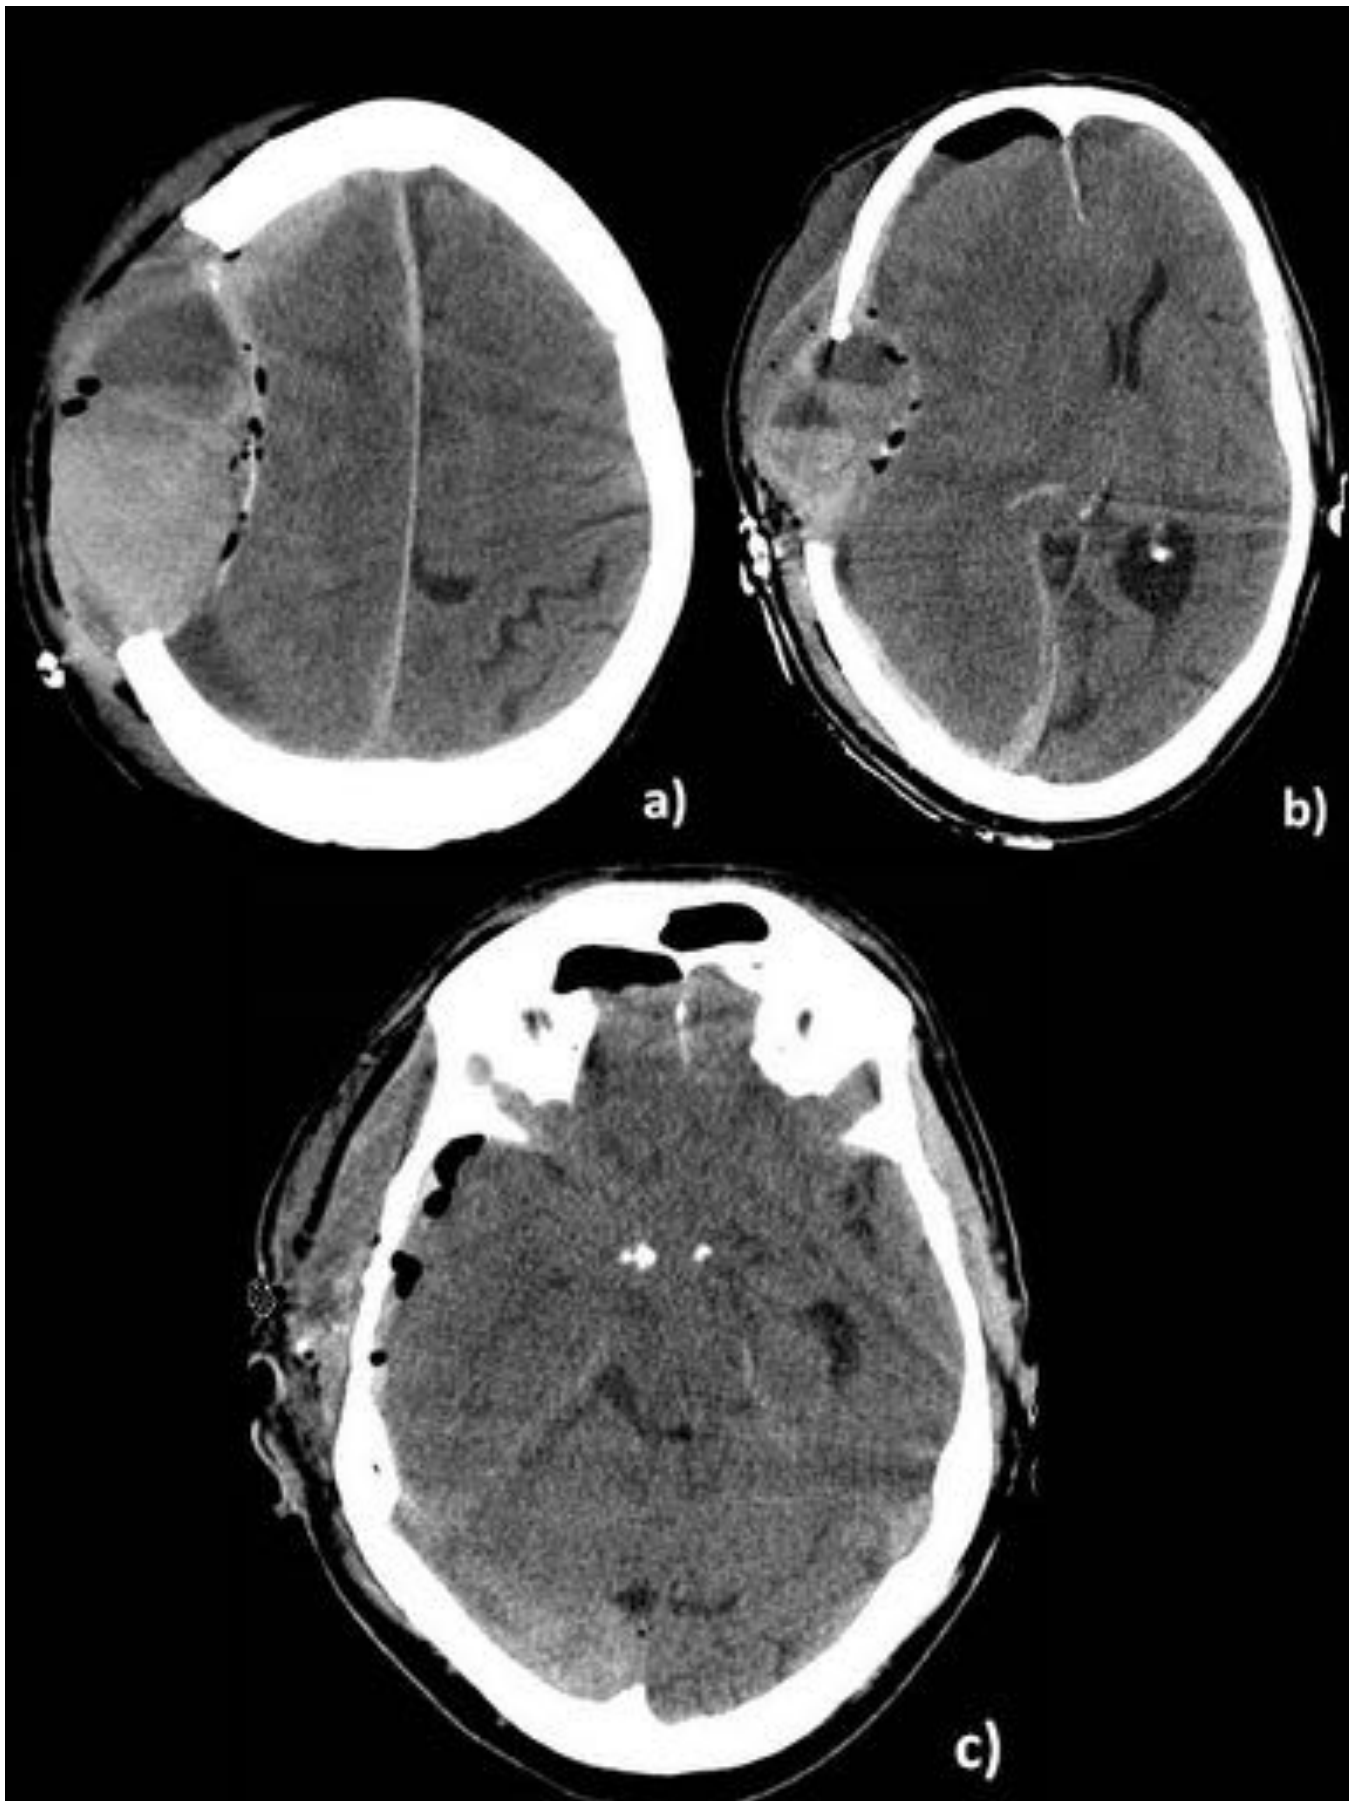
Luego de craniectomía se repite TC craneal sin contraste iv: a) Hematoma en área de la craniectomía, hiperdenso de 9,1 cm x 4,5 cm en sus ejes axiales, b) El hematoma con signo del hematocrito (nivel líquido-líquido) neumoencéfalo asociado por la cirugía, todo esto provoca una herniación subfalciana mayor que antes de la cirugía (desplazamiento actual de 17 mm) y c) Ahora presenta una herniación transtentorial descendente bilateral, hay desaparición completa de la cisterna supraselar.
